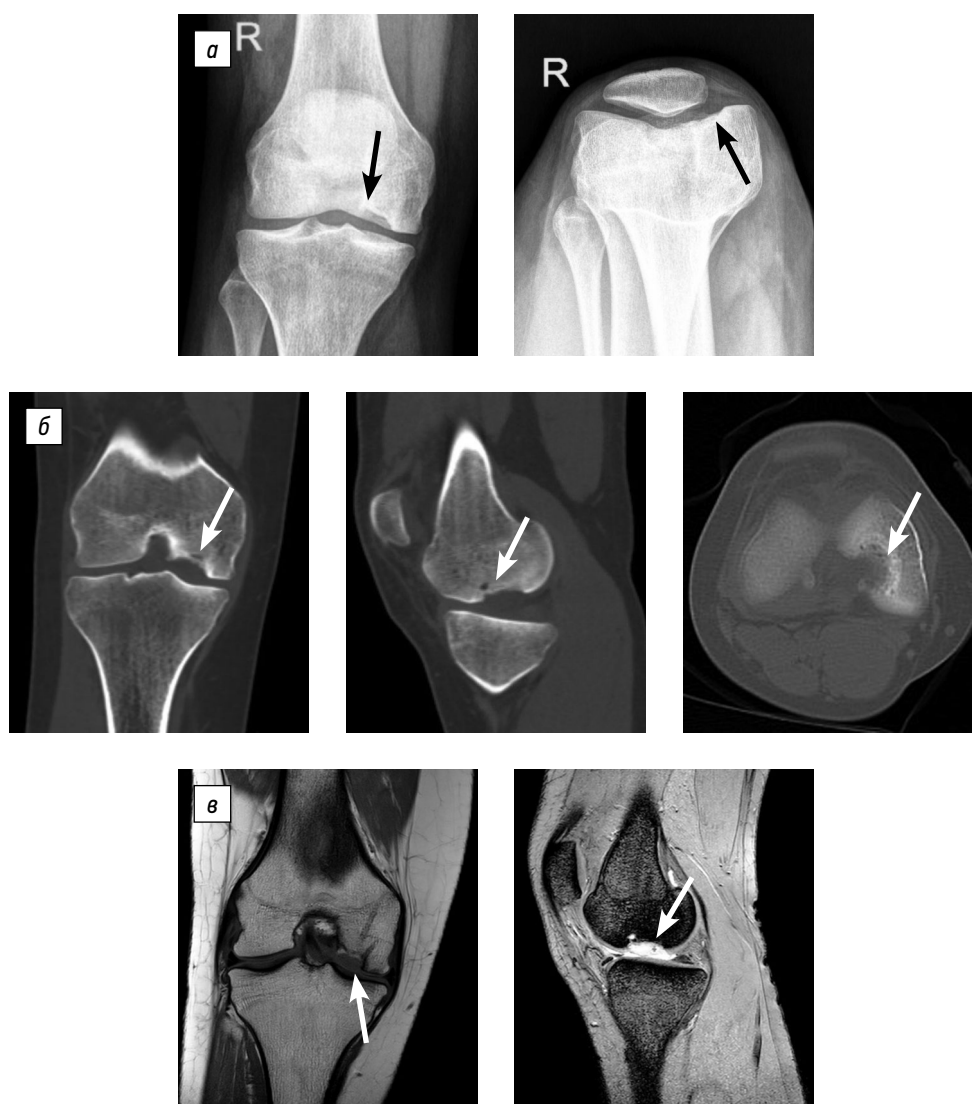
Инструментальное обследование пациентки Б., 17 лет, при поступлении: а — рентгенограмма правого коленного сустава в прямой и аксиальной проекциях; б — компьютерная томограмма, последовательно представлены фронтальный, сагиттальный и аксиальный срезы, через очаг деструкции; в — магнитно-резонансная томограмма, фронтальный и сагиттальные срезы, через очаг деструкции. Стрелкой обозначена зона деструкции.
